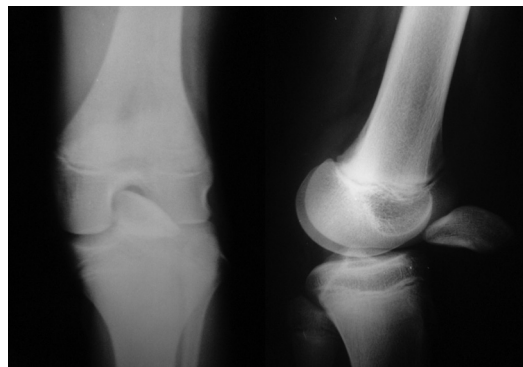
Radiografia pré-operatória do joelho esquerdo.
